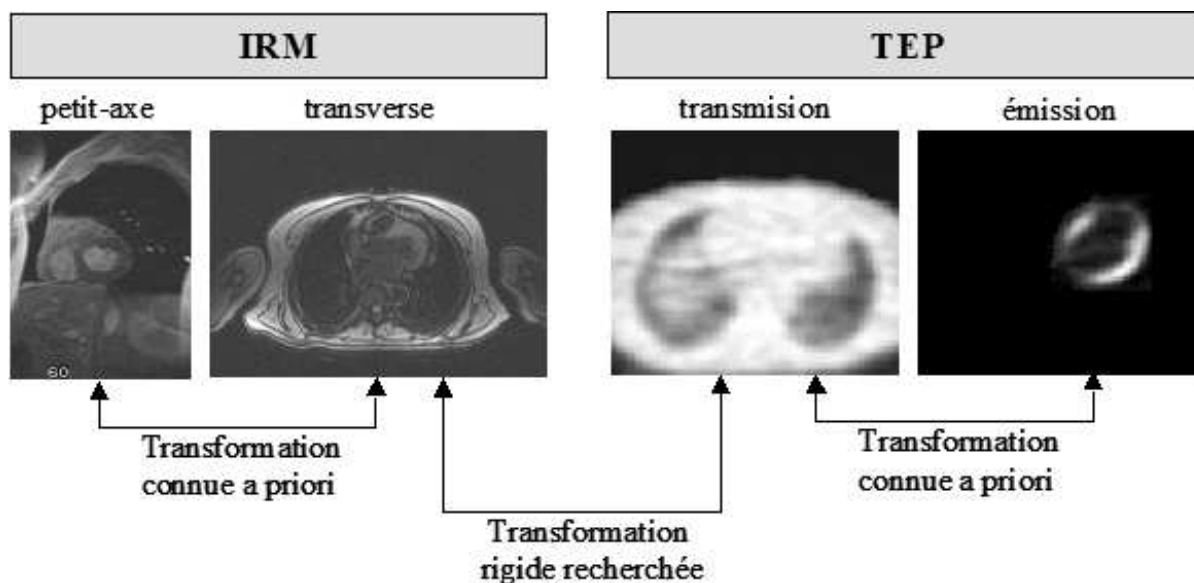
Images par RM et TEP à recaler : il est plus aisé de recaler l'image par RM transverse et l'image TEP de transmission, que l'image par RM petit-axe avec l'image TEP d'émission.
